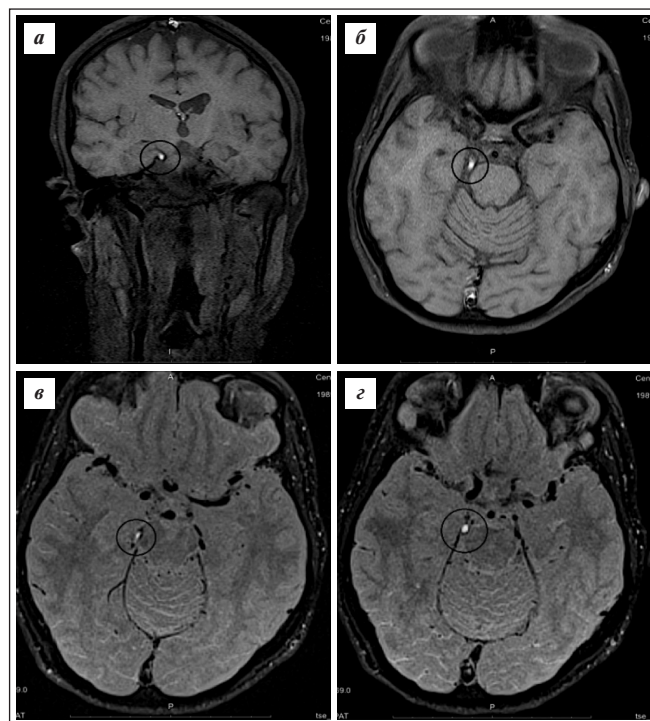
МРТ головного мозга пациента Б. в режиме T1 fat-sat. В стенке правой задней мозговой артерии выявляется интрамуральная гематома. МР-картина соответствует диссекции правой задней мозговой артерии
